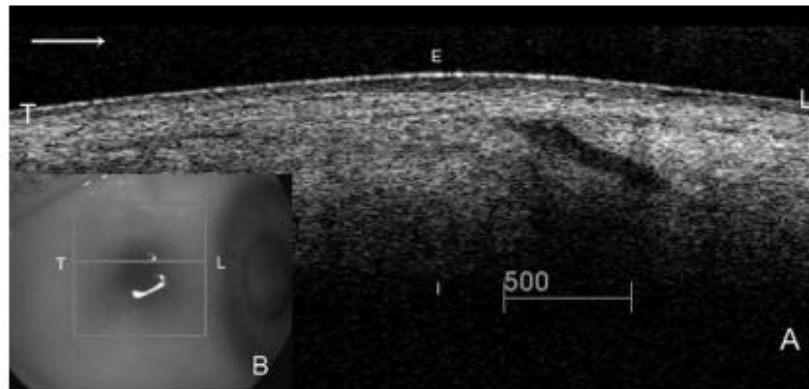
Anterior segment tomography in a patient with hypotony. (A) The image shows an oblique and short length scleral tunnel that justifies the hypotony. (B) Probe orientation. L, limbus; T, temporal; E, external; I, internal.
